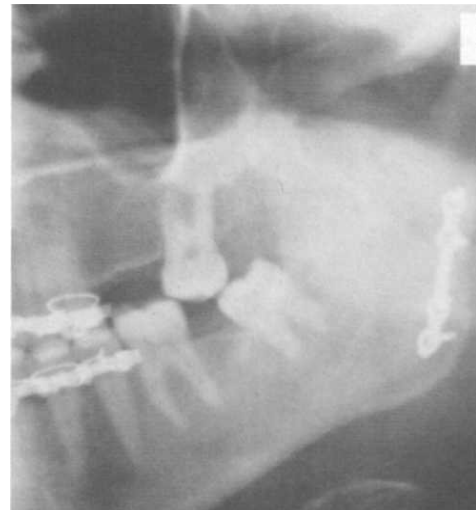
Рентгенограмма пациента А., 38 лет, после остеосинтеза.
